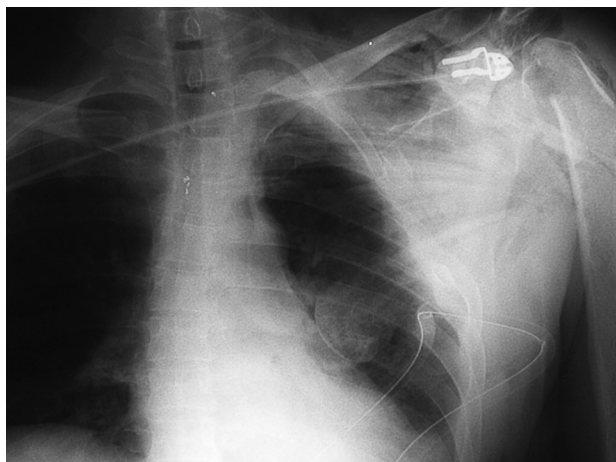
Radiografía anteroposterior de tórax, en la que se muestra el hemotórax y el fragmento cefálico del húmero en el hemitórax izquierdo.
